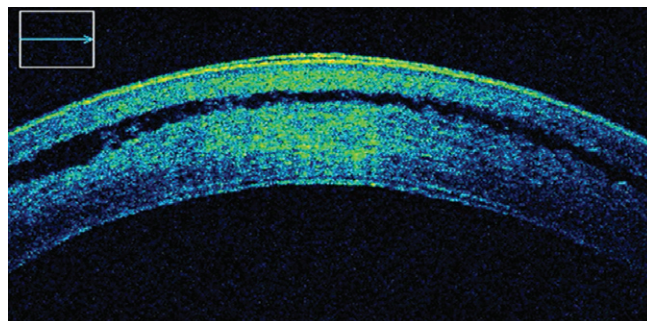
Оптическая когерентная томография левого глаза пациента (сагиттальный срез) при первичном обращении. Отмечается подклапанное пространство, заполненное жидкостью. Толщина клапана составляет порядка 150 микрон
